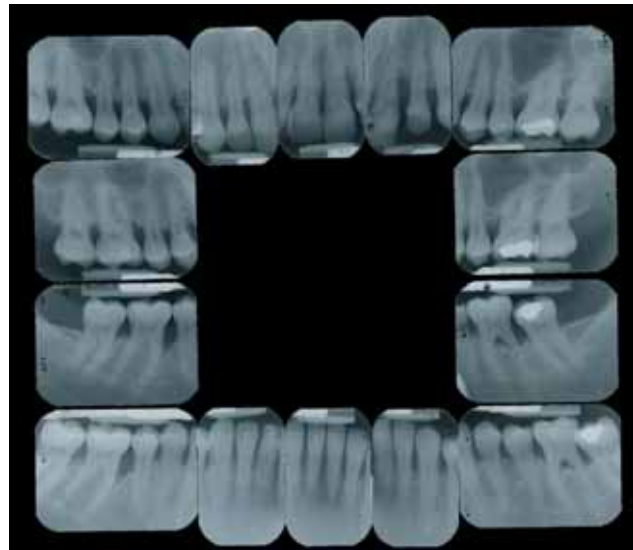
Röntgenstatus der Patientin aus Abb. 6. Lokalisierte aggressive Parodontitis mit stark fortgeschrittenem vertikalen Alveolarknochenverlust and den zentralen Inzisiven sowie mesial an den ersten Molaren.
